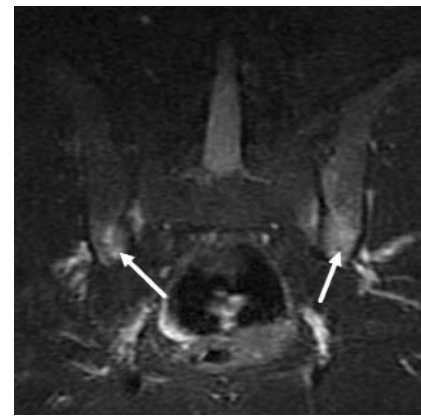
МРТ КПС (режим T2 STIR) больной К., 32 лет. ОКМ (остеит) в обоих КПС (указано стрелками)
